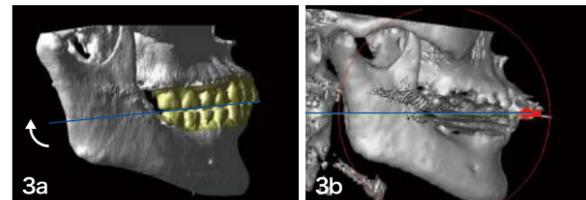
CTの3Dデータ(図2b)に模型合成をすると、咬合平面が傾いている(a)。咬合平面を水平にすると、図2bとは異なった歯科医師がもっとも理解しやすい咬合平面が水平な空間座標に修正される(b)。
